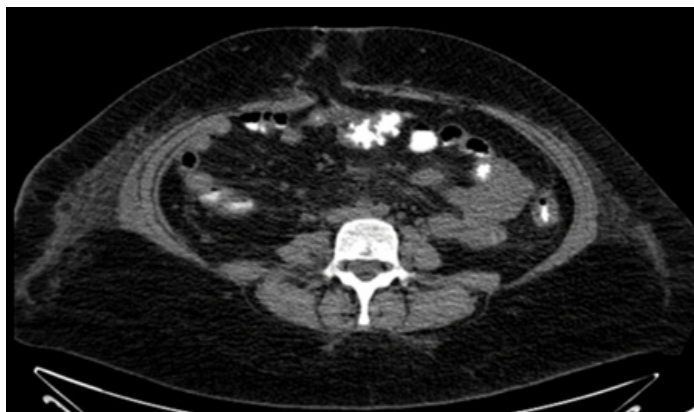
TC de abdomen postoperatoria (con contraste oral)– El íleon terminal, ciego, apéndice y colon derecho ha sido extirpado.
